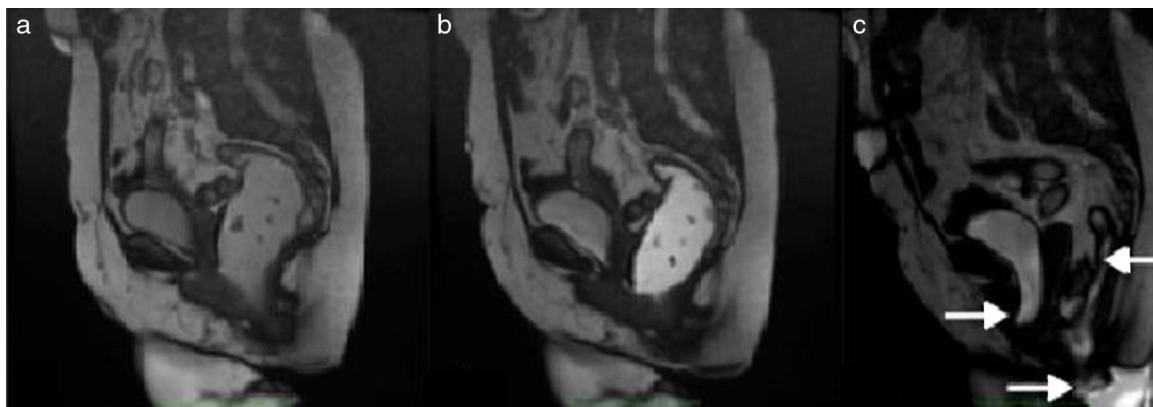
Defecografía por resonancia magnética nuclear. Se observa fase en reposo (a), fase en contracción (b) y fase de evacuación (c) con prolapo vesical, uterino, rectal y rectocele anterior.
